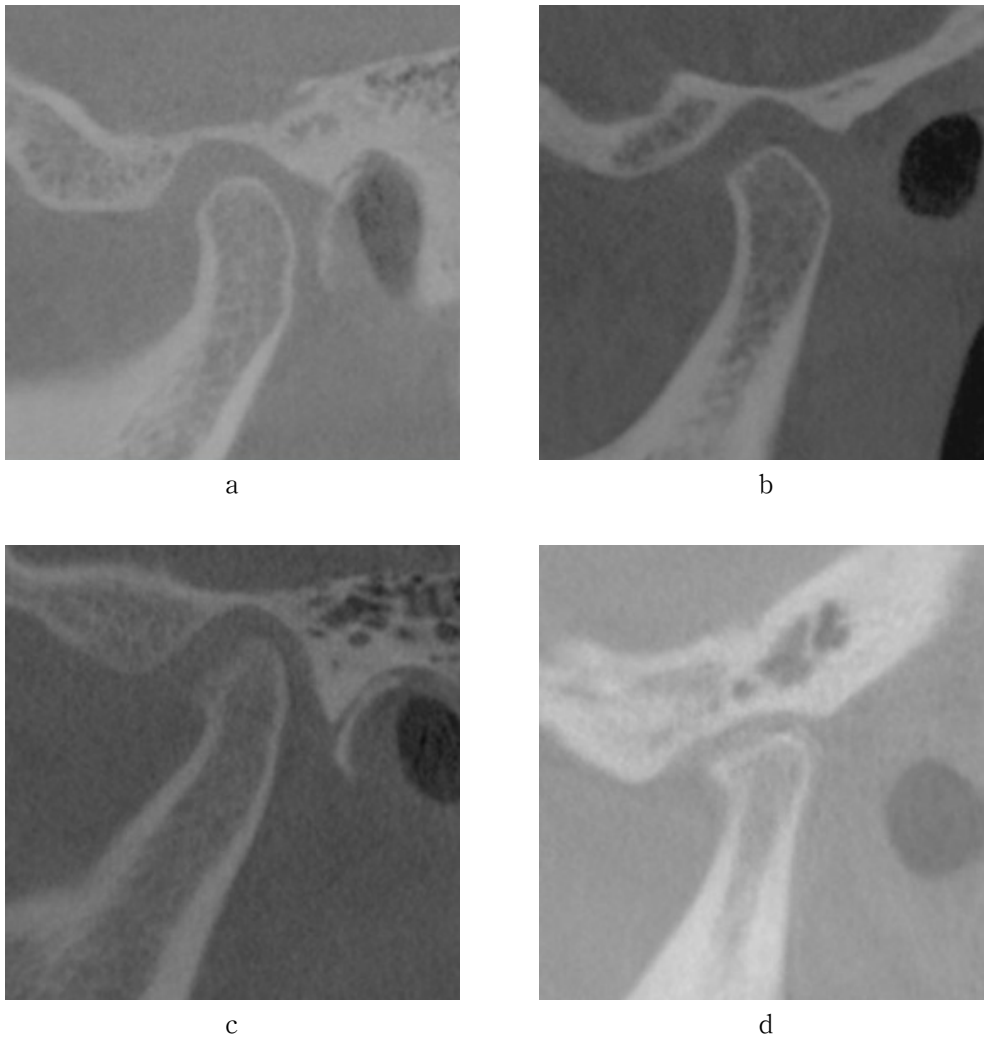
Classification of condylar bony changes. sagittal reconstruction of axial CT images of the condyle in closed position. a, Normal condyle without osseous change. b, Flattening is shown. c, Note that in this erosive type of bone change, there is a localized area of decreased density on the superior aspect of cortical condylar surface. d, Osteophyte or bony protrusion on anterior part of condyle is delineated
